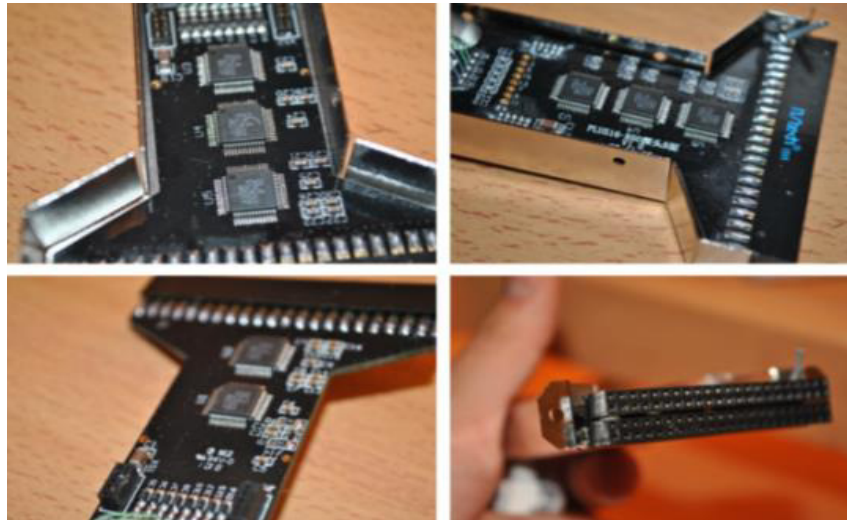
Situación interna del ultrasonido. Fuente: Elaboración propia
